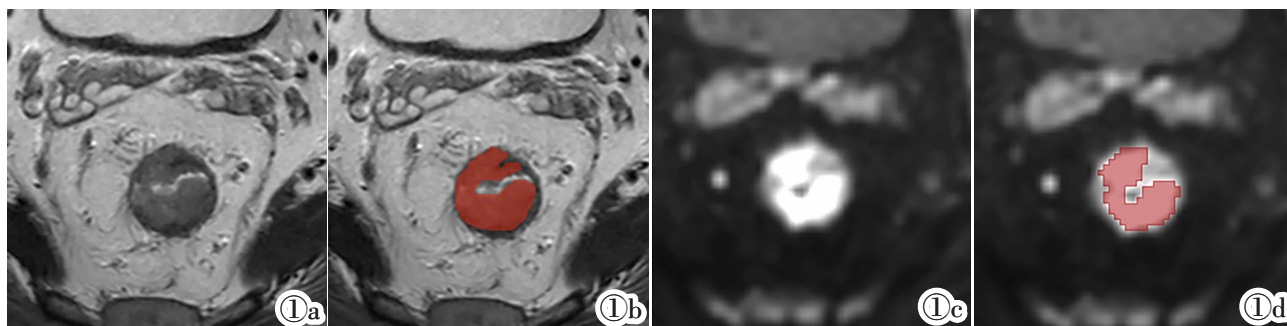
男, 32 岁, LARC 患者, 对 nCRT 反应不佳。于 T₂WI 图像 (图 1a) 上沿病变边缘标注整个肿瘤 (图 1b, 红色区域); 于 DWI 图像 (图 1c) 上沿病变边缘标注整个肿瘤 (图 1d, 红色区域)。
